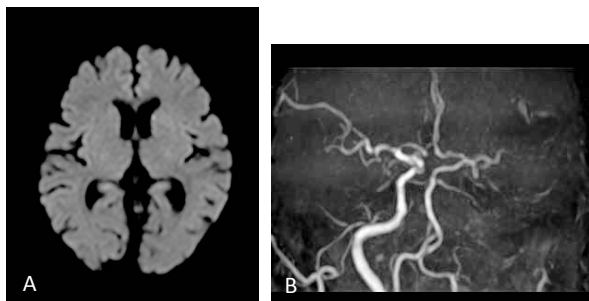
症例①, 入院時Magnetic Resonance Imaging, A: diffusion weighted image, 高信号域は認めなかった。B: Magnetic Resonance Angiography, 左内頸動脈の描出を認めなかった。
